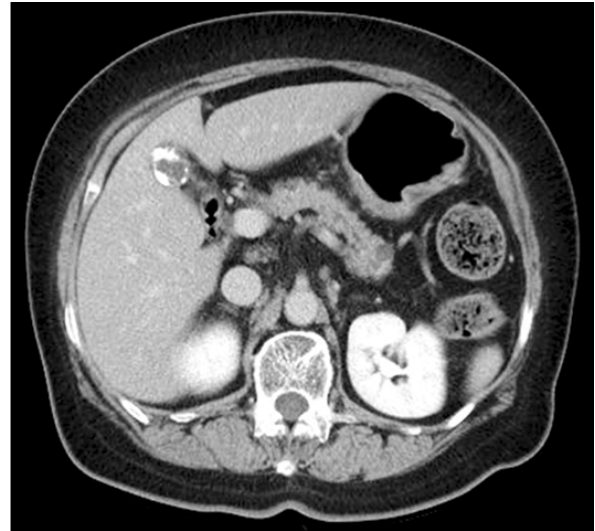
Abdominal computed tomography showed gastric mucosa hypertrophy in the body of the stomach and also several perigastric hypertrophy lymph nodes. And at the sample time calcification of gallbladder wall has examined as well.
